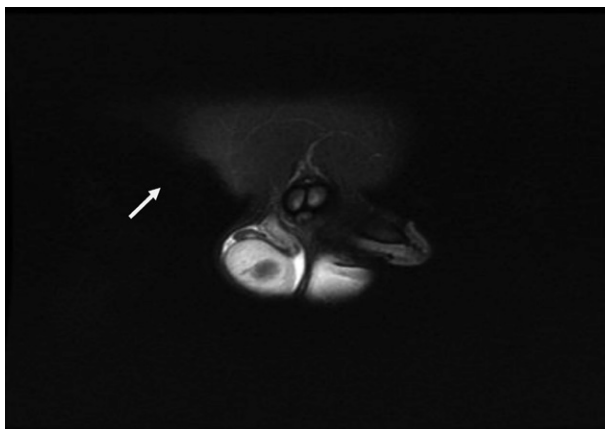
Scrotal MR image, white arrow shows burned-out tumor in the right testis
